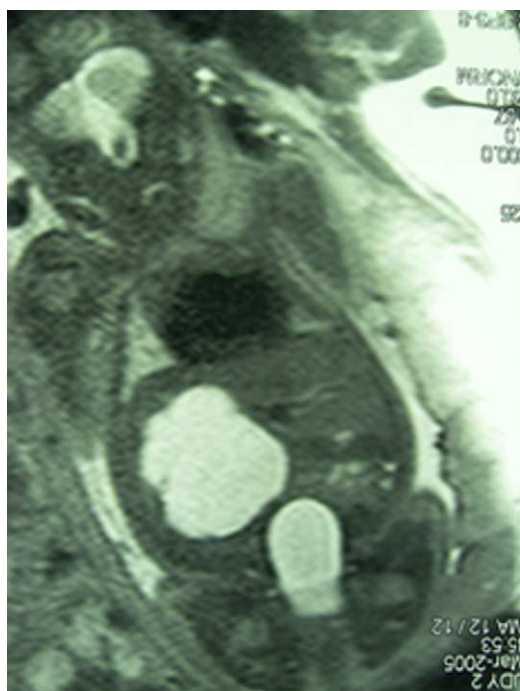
Resonancia magnética abdominal fetal en la semana 38 de gestación.
